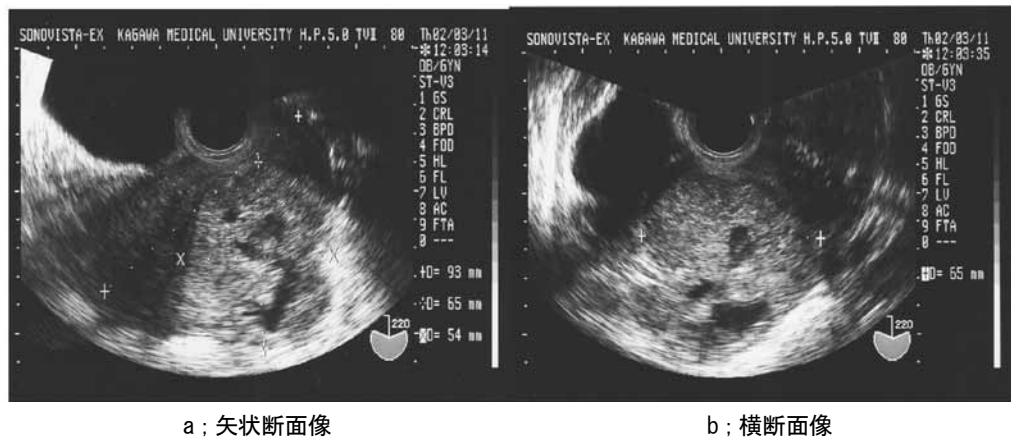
超音波所見。不均一な内部エコーを示す子宮筋層内腫瘍が明瞭に認められる。
